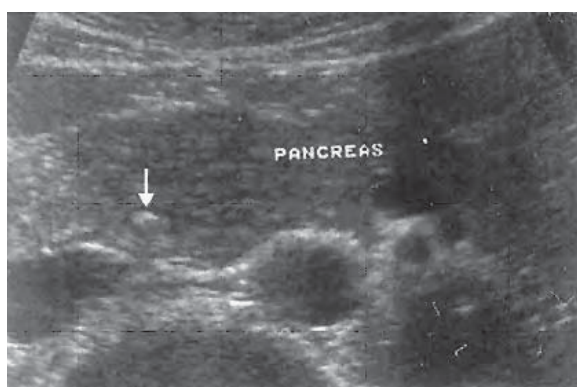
/6. Ecografía de abdomen. Pancreatitis aguda. Agrandamiento pancreático con líquido peripancreático. Litiasis superpuesta a la cabeza del páncreas.
